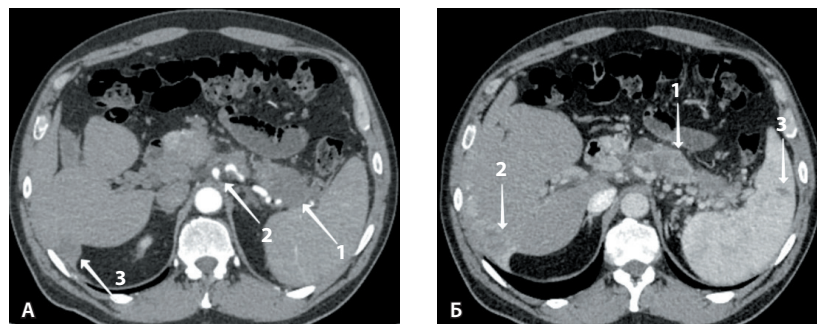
Повторная мультиспиральная компьютерная томография с внутривенным болюсным контрастированием, выполненная через 7 месяцев, показала: А – в артериальной фазе, аксиальная плоскость, образование (Cr) тела и хвоста поджелудочной железы с распространением до ворот селезенки с прорастанием в селезеночные сосуды (стрелка 1), опухолевая инфильтрация вокруг чревного ствола и общей печеночной артерии (стрелка 2), метастатический очаг в печени (стрелка 3); Б – в венозной фазе, аксиальная плоскость, панкреатическая гипертензия в хвосте поджелудочной железы с блоком на уровне образования (стрелка 1), метастатическое поражение печени (стрелка 2), очаг в селезенке вторичного генеза (стрелка 3), спленомегалия
